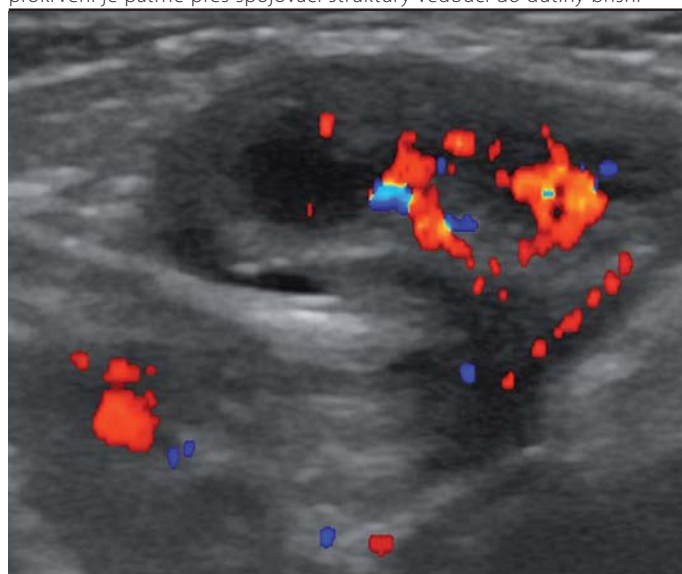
Při dopplerovském vyšetření je zachyceno prokrvení ovaria v inguinální hernii
